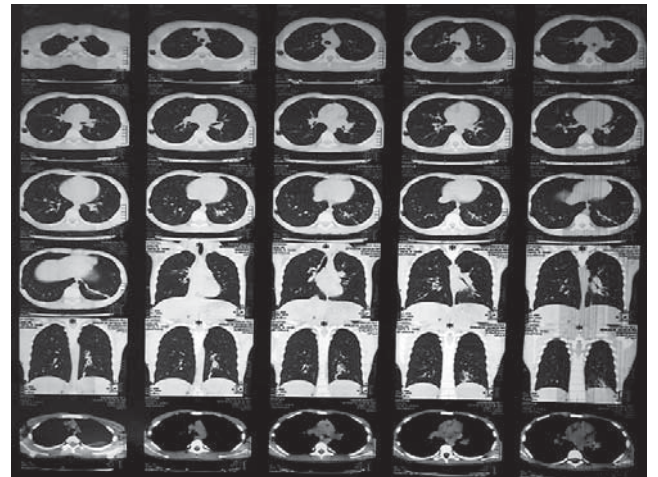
Мультиспіральна комп'ютерна томографія органів грудної порожнини від 01.06.17 р.
